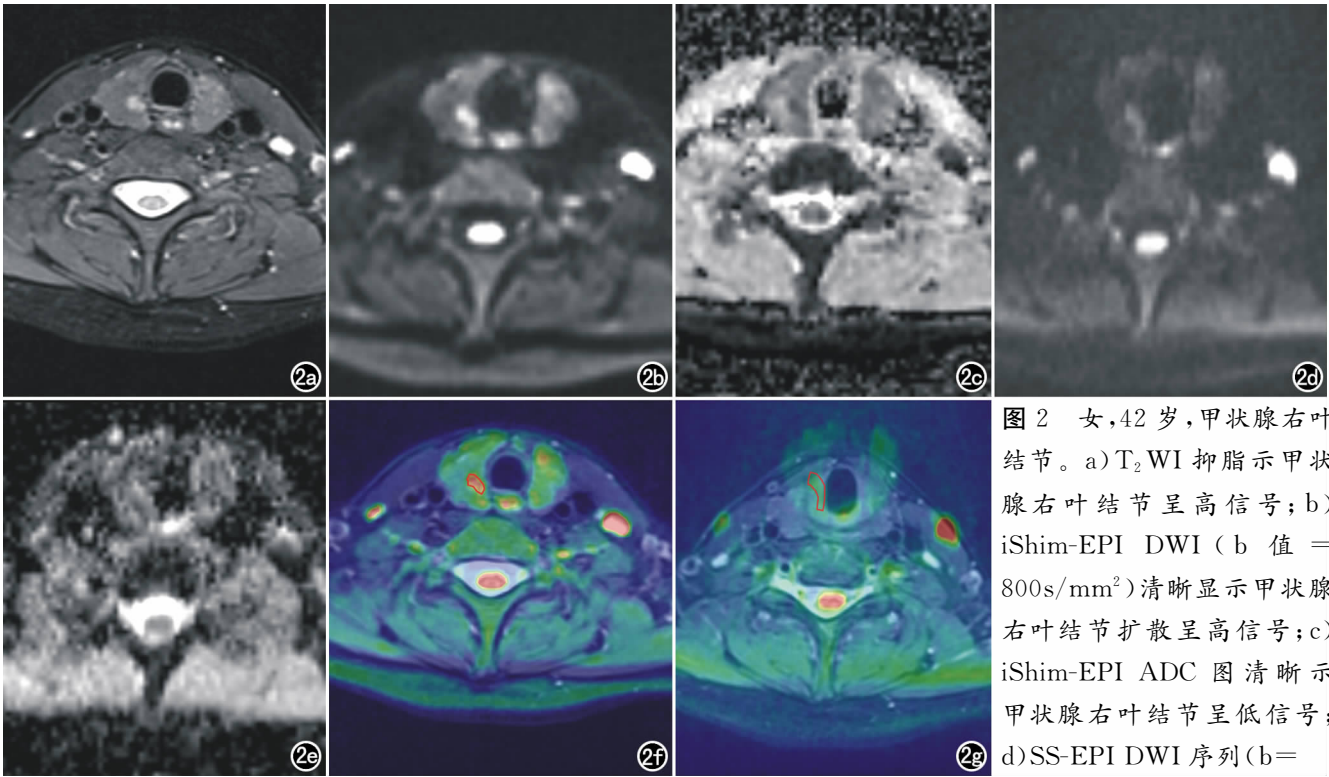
女,42 岁,甲状腺右叶结节。a)T₂WI 抑脂示甲状腺右叶结节呈高信号;b) iShim-EPI DWI (b 值 = 800s/mm²)清晰显示甲状腺右叶结节扩散呈高信号;c) iShim-EPI ADC 图清晰示甲状腺右叶结节呈低信号;d)SS-EPI DWI 序列(b=
